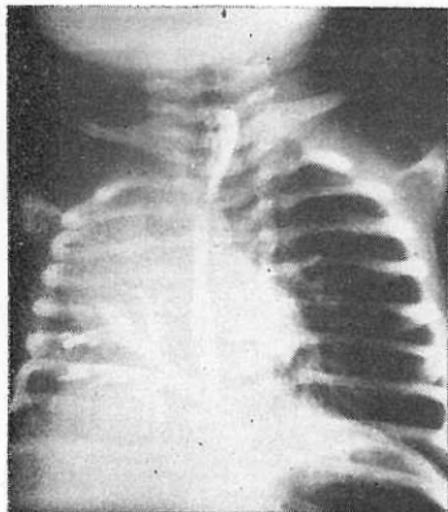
Telerradiografía de tórax: Existe síndrome de condensación pulmonar en hemitórax derecho, desviación mediastinal a ese lado. El esofagograma mostró paso del medio de contraste del tercio inferior del esófago al árbol bronquial del pulmón derecho.
